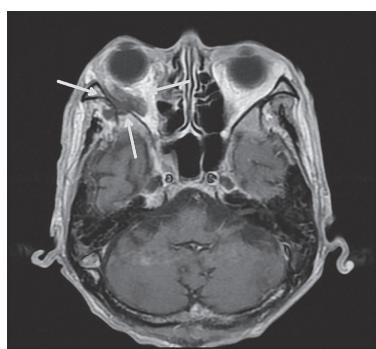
死亡5ヵ月前の頭部MRI. 右上顎洞, 蝶形骨洞に粘膜肥厚, 液体貯溜がある. 右外直筋は肥厚し, 頸骨の骨髄は異常信号を呈し, 骨髄炎が疑われる.
